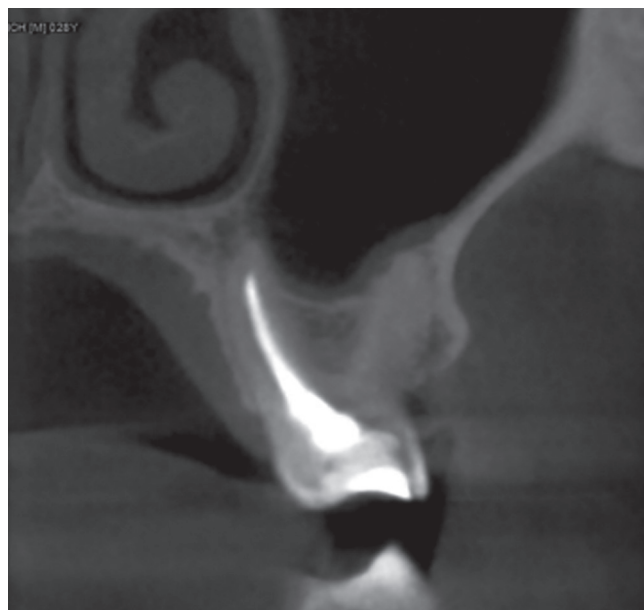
Сагиттальный срез зуба 2.6. Небный корень: корневого канал obtурирован пломбировочным материалом, не доходя до рентгенологической верхушки корня 1.9 мм.
